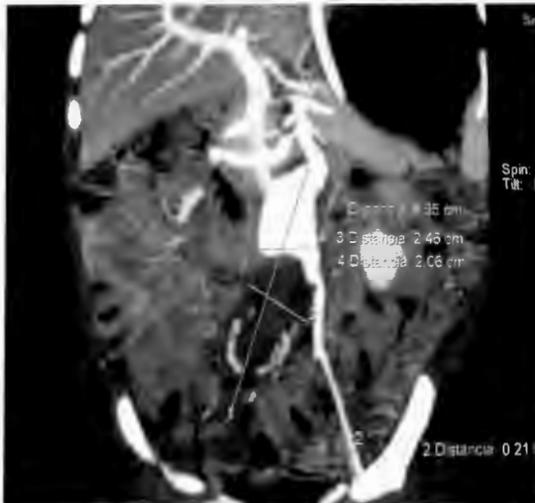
Tomografía con reconstrucción coronal con máxima intensidad de proyección que resalta el lumen aortico y muestra dilatación intrarrenal aortica e iliaca de 8 cm. de longitud con trombo intraluminal parcialmente calcificado de 4x2.4cm.
